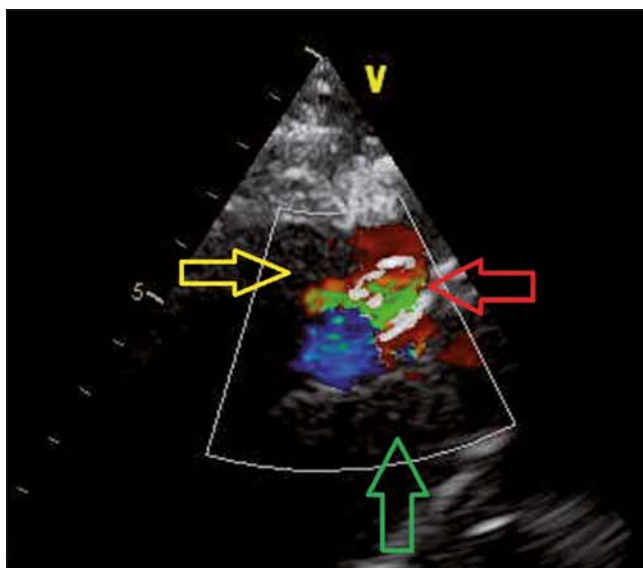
Echokardiografické zobrazení krevního průtoku (červená šipka) mezi protézou ascendentní aorty (žlutá šipka) a pseudoaneurysmatem (zelená šipka). Defekt protézy je v místě původní inzerce žilního bypassu.
